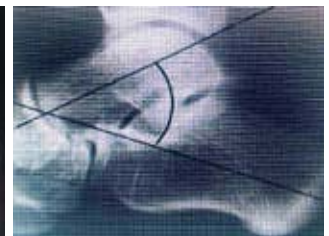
Radiograph of the foot in lateral view. Determination of the Kite angle
